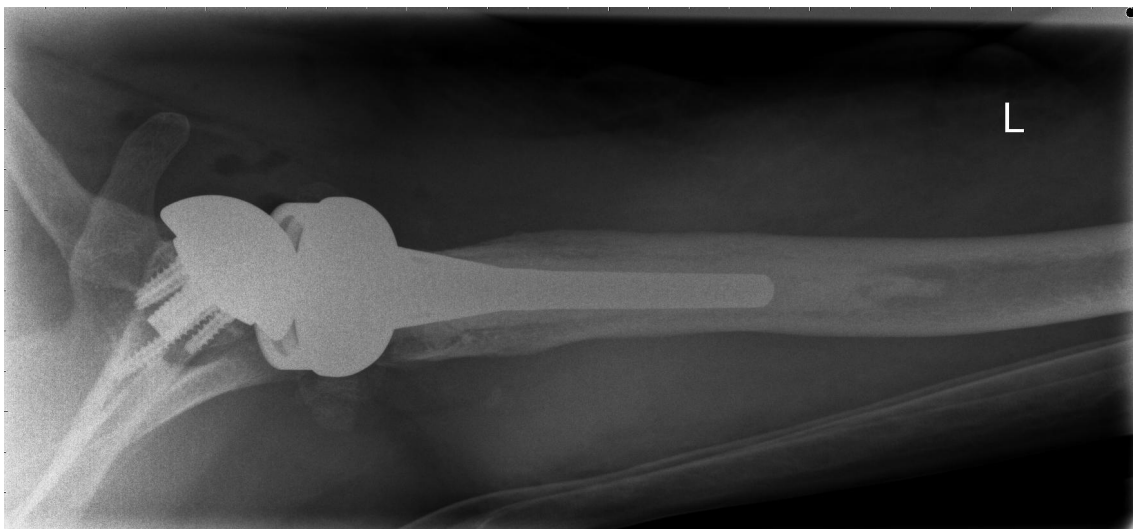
Seitliche Röntgenaufnahme einer inversen Schulterprothese nach Fraktur des proximalen Humerus (II)
